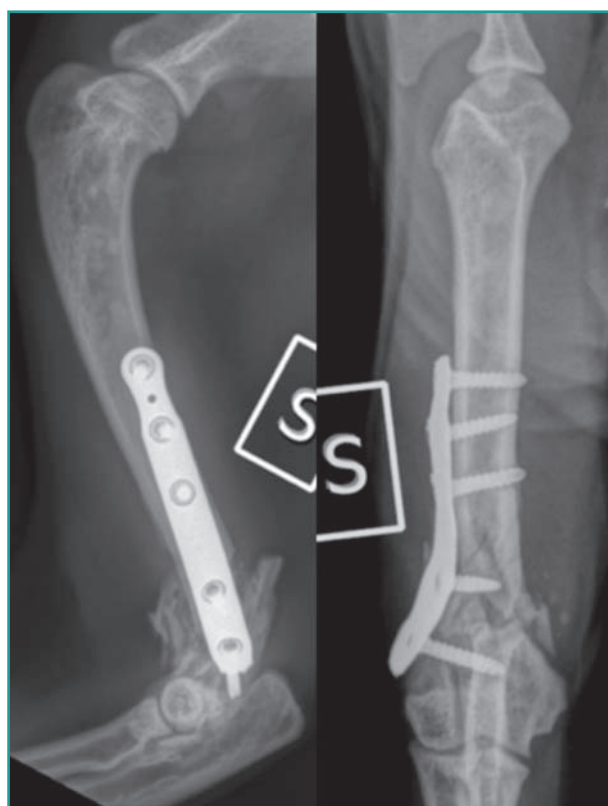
Esame radiografico in proiezione M-L e Ca-Cr dell'omero sinistro a 20 giorni dalla chirurgia.
